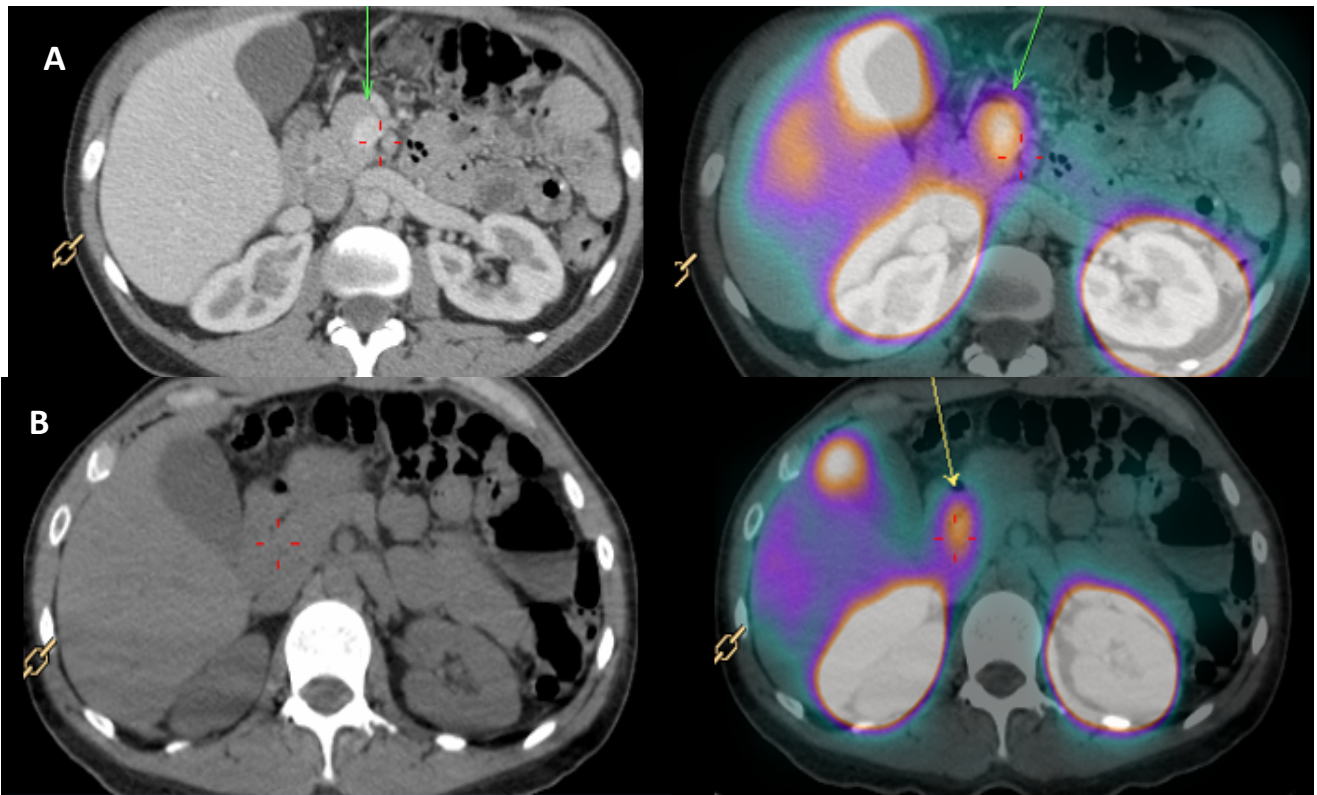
Tumor neuroendocrino de cabeza pancreática (flecha) A) SPECT/CT CON  $^{99m}\text{Tc}$ - Exendin(9-39)/99EDDA/HYNIC-OctreótidoA. B) SPECT/CT con  $^{111}\text{In}$ - Pentaocretide .
